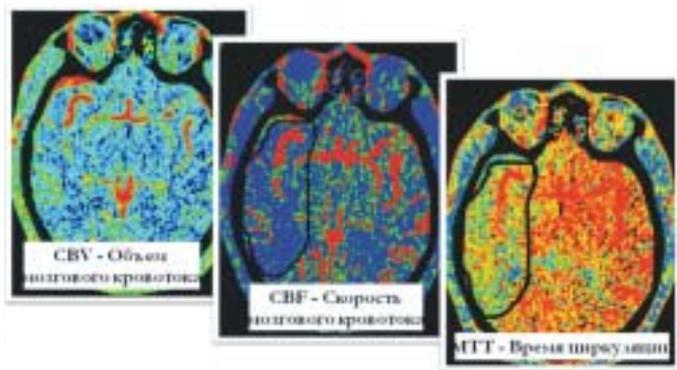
Перфузионная КТ.
